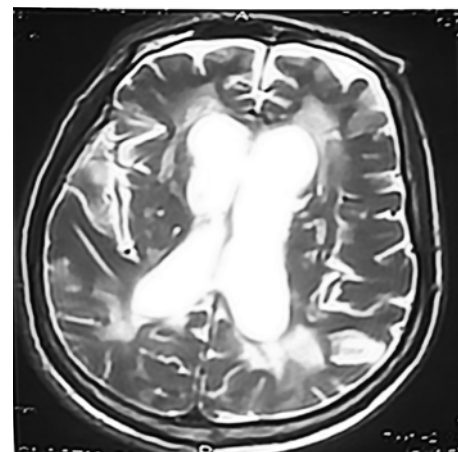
Patient 5 vu à un stade tardif de 97 mois. IRM axiale T2 montrant l'hyperintensité dans la substance blanche bihémisphérique, majoritairement dans les régions frontales et pariétales, et une atrophie diffuse.
